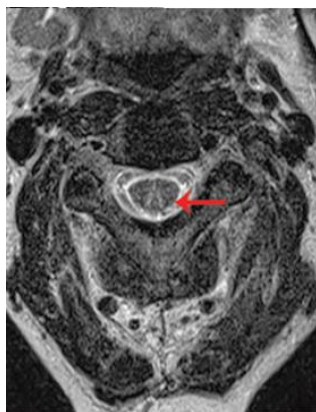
Протрузия межпозвоночного диска на уровне C₅-C₆, МРТ. Отчетливо виден стеноз спинномозгового канала (*no Singh и др.*) [16].
